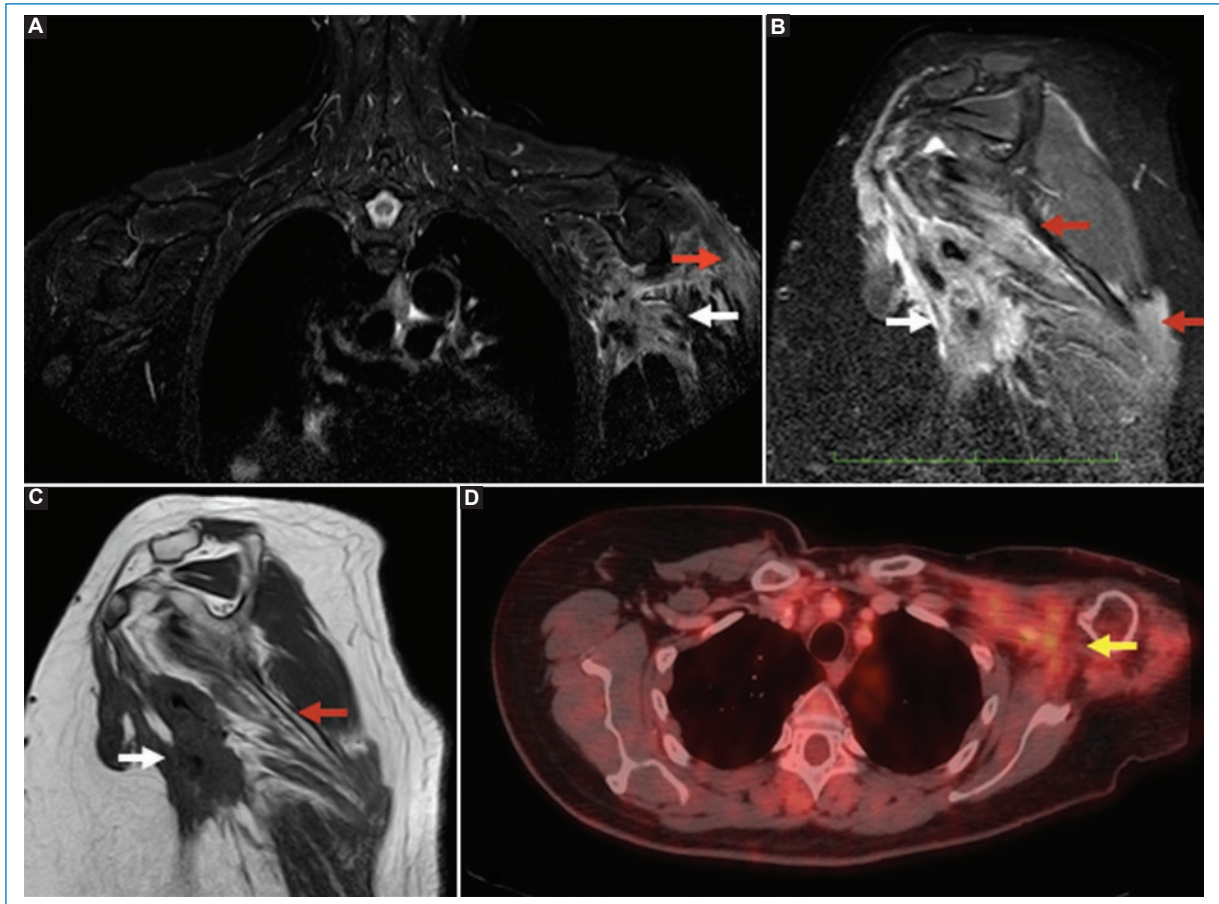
Infiltración tumoral de cáncer de mama. Paciente de 57 años con cáncer de mama etapa IV con metástasis hepática y pulmonar. Imágenes coronal T2 STIR (A), sagital T2 STIR (B), sagital T1 (C) PET-CT (D). Masa espiculada infiltrativa en región axilar y retropectoral que invade la porción infraclavicular del plexo braquial, rodea estructuras vasculares (flechas blancas) y condiciona fenómenos de denervación en músculo deltoides, subescapular y redondo menor, con edema e infiltración grasa (flechas rojas). Imagen PET 18F-FDG con hipermetabolismo (flecha amarilla).
